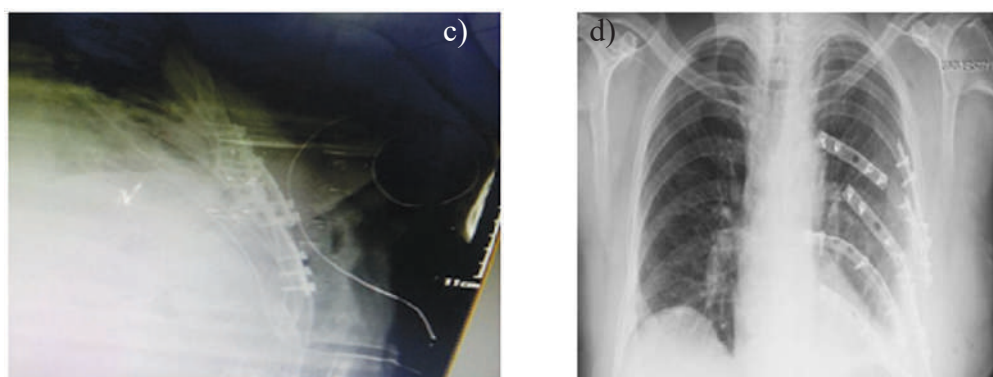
Radiografi pas fiksimit të brinjës
